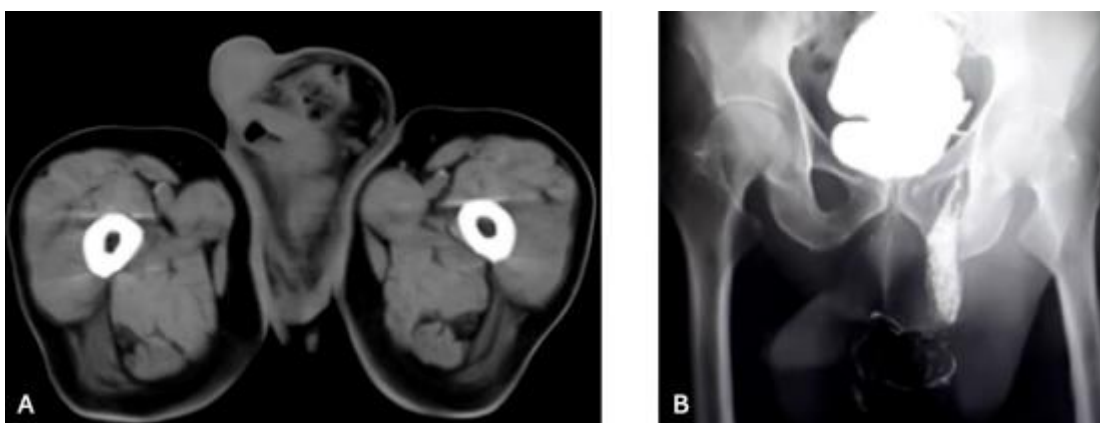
A). Tomografía axial computarizada. B). Colon por enema.
